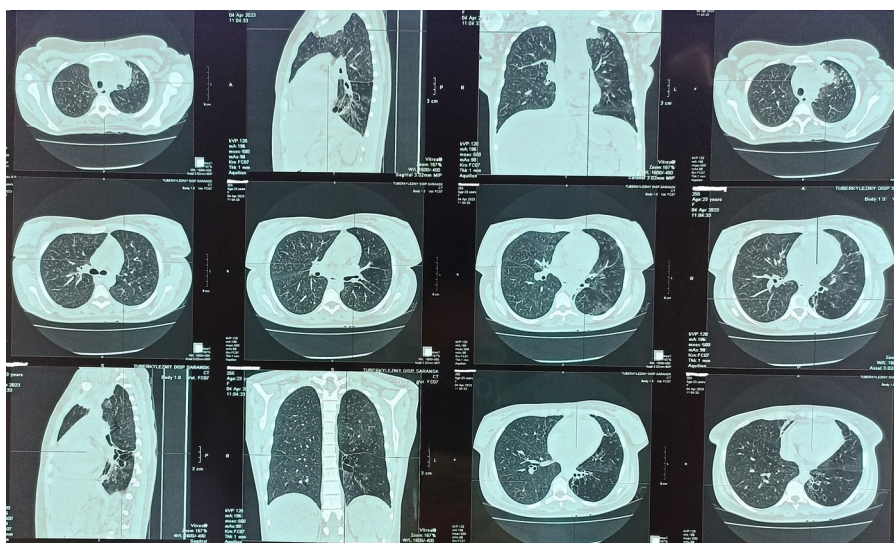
Компьютерная томограмма грудной клетки от 04.04.2023
